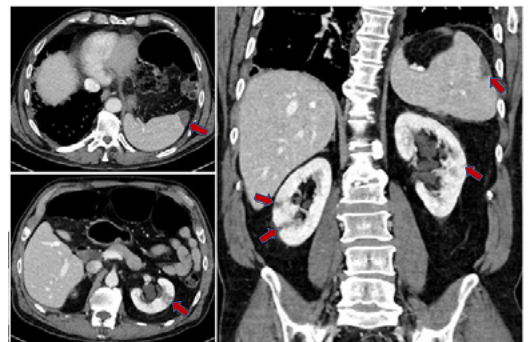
Angio-TC abdominal. Cortes axiales en ventana de parénquima y partes blandas y reconstrucción coronal en ventana de blandas. Se confirma la presencia de infartos esplénicos y renales bilaterales.
